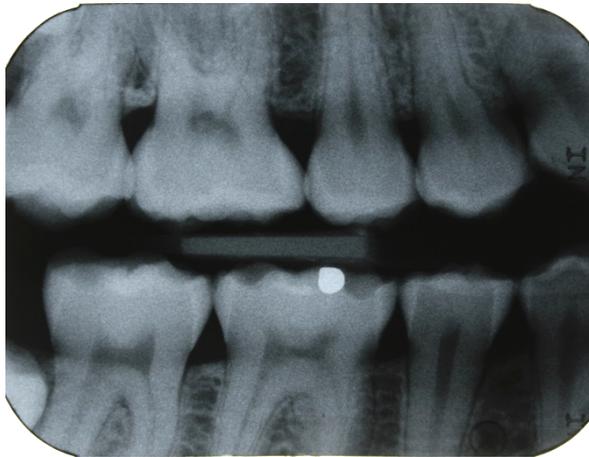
Bitewing rechts 27.8.2009
